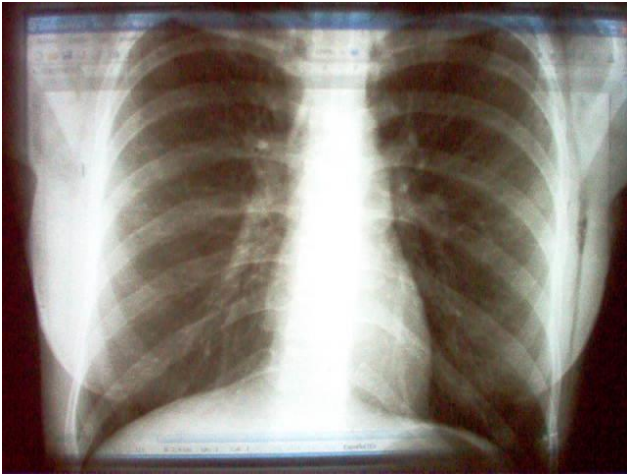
Radiografía evolutiva
